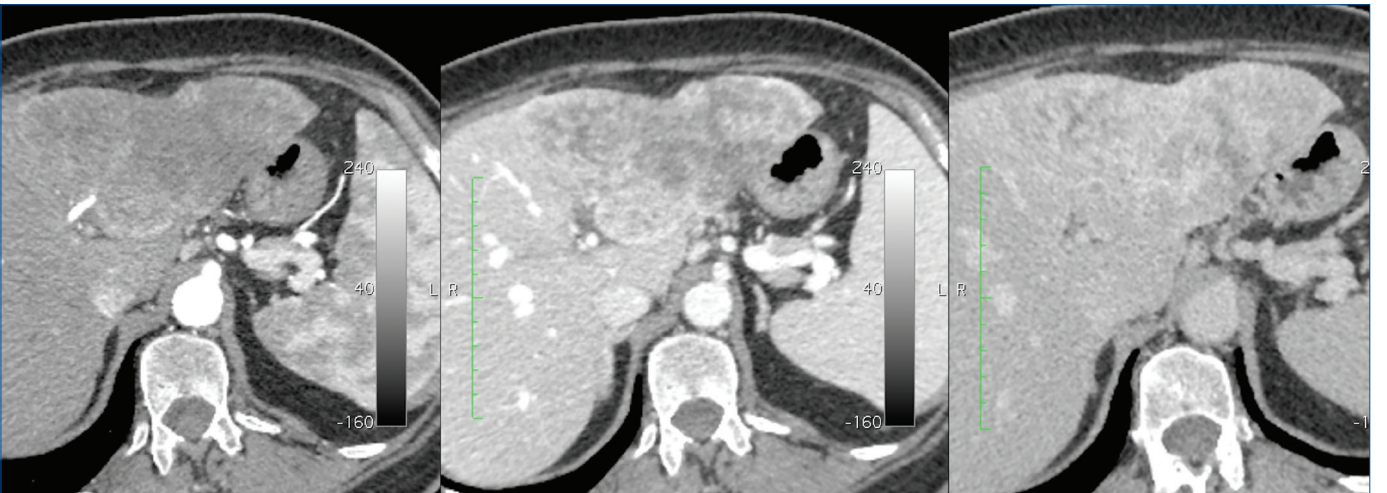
Aksiyel BT kesitlerinde karaciğer her iki lobda büyük boyutlu birleşme eğiliminde, AFFK gösteren, portal ve geç fazda yıkanma gösterip kapsüler kontrastlanması ortaya çıkan HSK ile uyumlu multiple kitle izleniyor.
